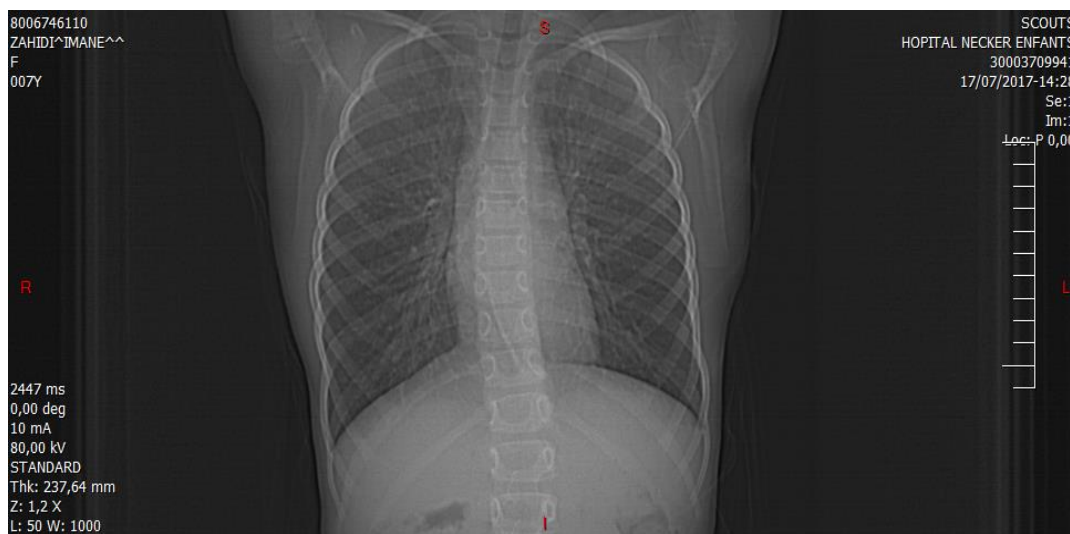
Radiographie thoracique réalisée le 17/07/2017 objectivant une amélioration significative des opacités interstitielles.
